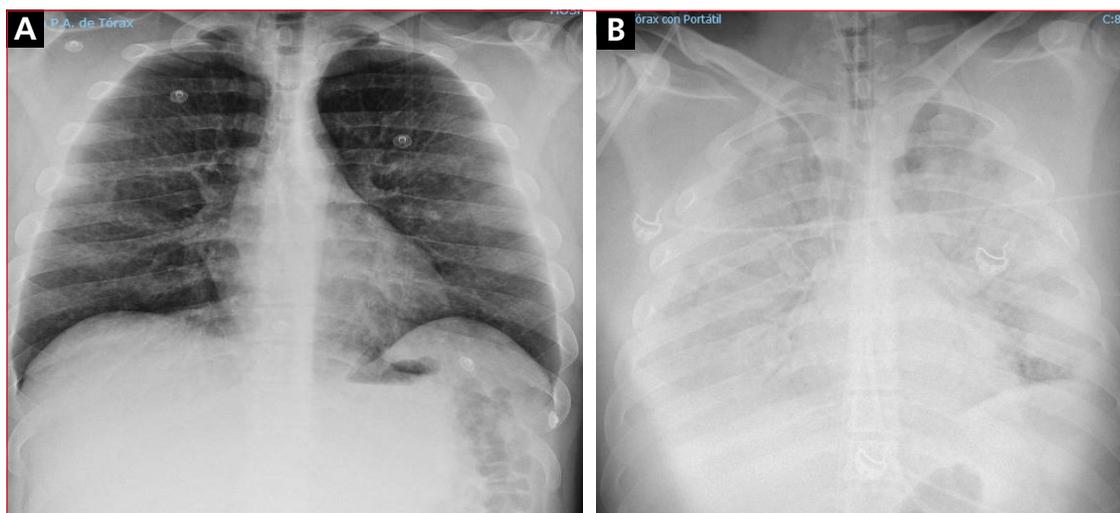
Radiografía posteroanterior de tórax al ingresar (A) y a las 3 horas (B).
